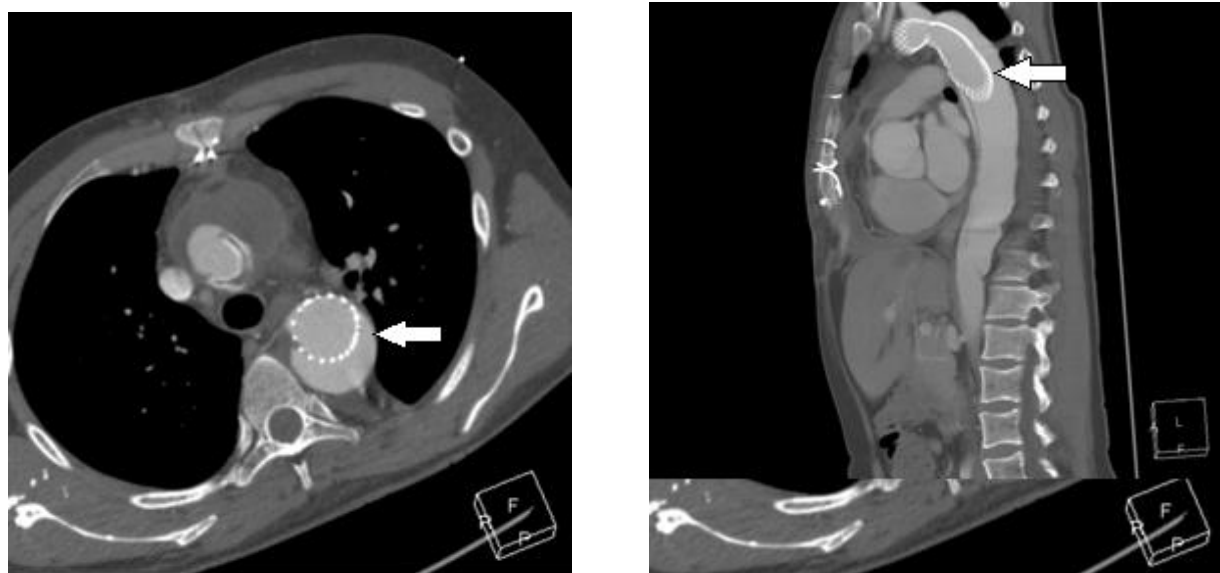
Мультиспиральная компьютерная томография, выполненная при поступлении: а – поперечный срез грудного отдела аорты; б – сагиттальный срез. Стрелками показана миграция дистального конца стента в ложный канал.
